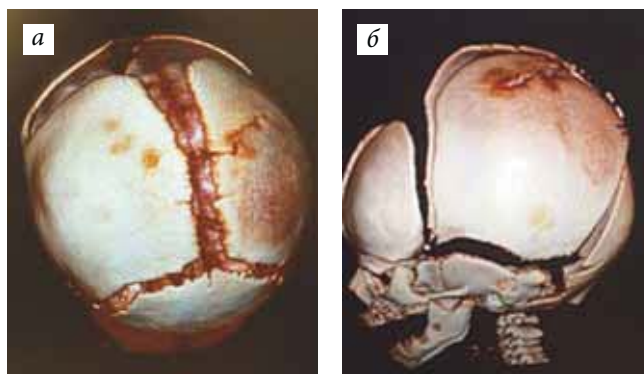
Спиральная компьютерная томограмма черепа. Линейный перелом на фоне лакунарной краниопатии: а — вид сверху; б — вид сбоку
